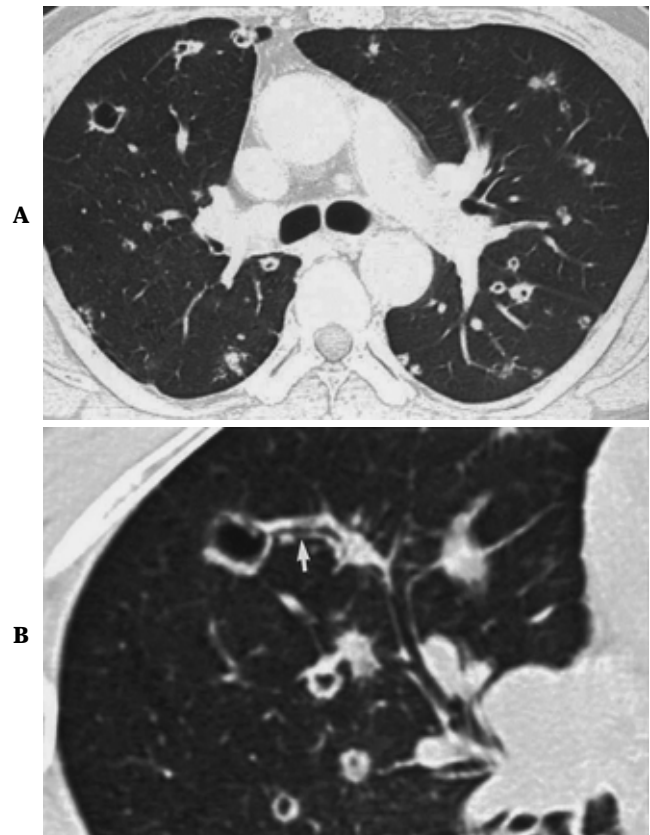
Cavitating metastasis in a 53-year-old man with a colon cancer. A. Axial CT shows multiple metastatic nodules in both lungs. Note the irregularity of the tumor-lung interface. B. Oblique axial MPR image shows the segmental bronchus (arrow) leading to a cavitating nodule.
